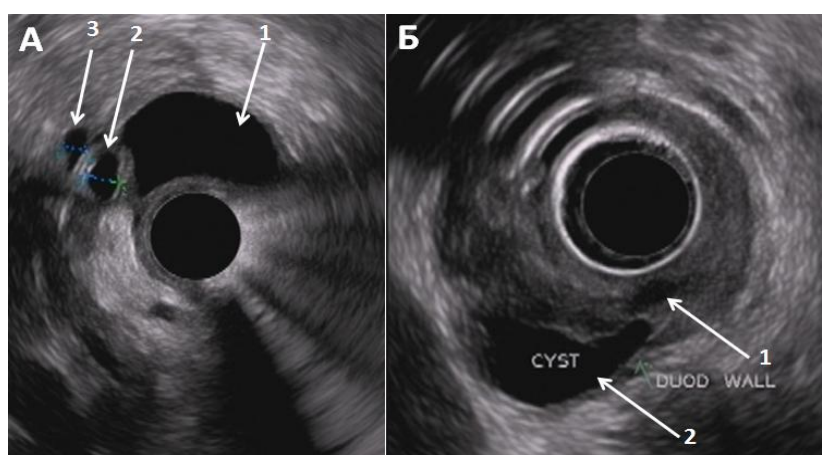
ЭндоУЗИ. А. 1 - киста в утолщенной стенке ДПК, 2 – общий желчный проток, 3 - панкреатический проток. Б. 1 и 2 – кисты в утолщенной стенке ДПК.
